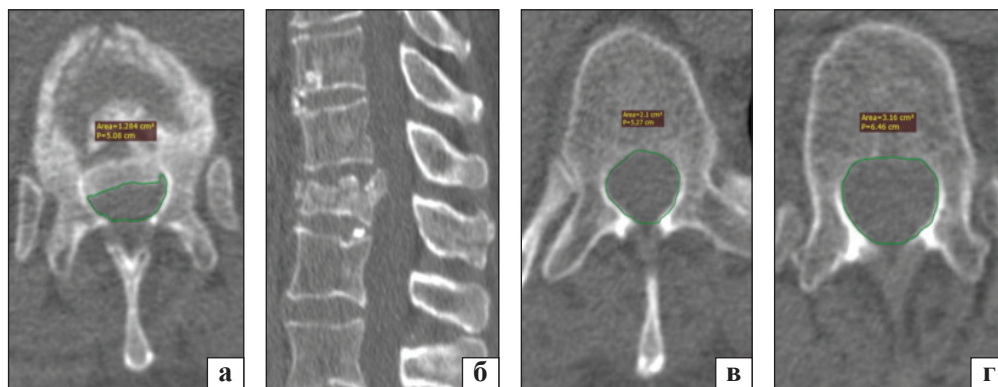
СКТ пацієнта В. до виконання хірургічної корекції: а — аксіальний зріз на рівні середини кореня дуги хребця Th_{XII}; б — хребця Th_{XI}; в — хребця L_I; г — серединна сагітальна реконструкція
